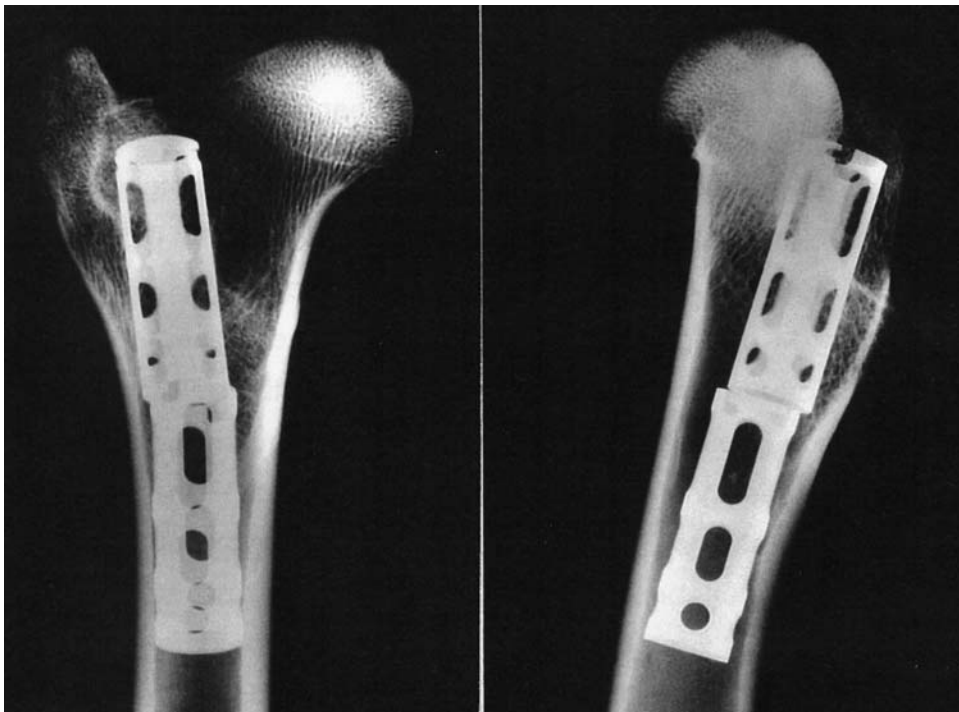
Nativ-Röntgen der implantierten Zylinder
